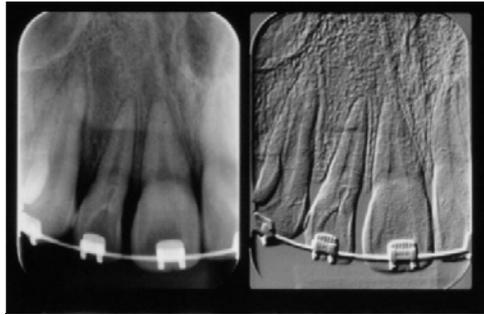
imágenes radiografías manipuladas digitalmente (intensidad y contraste)
